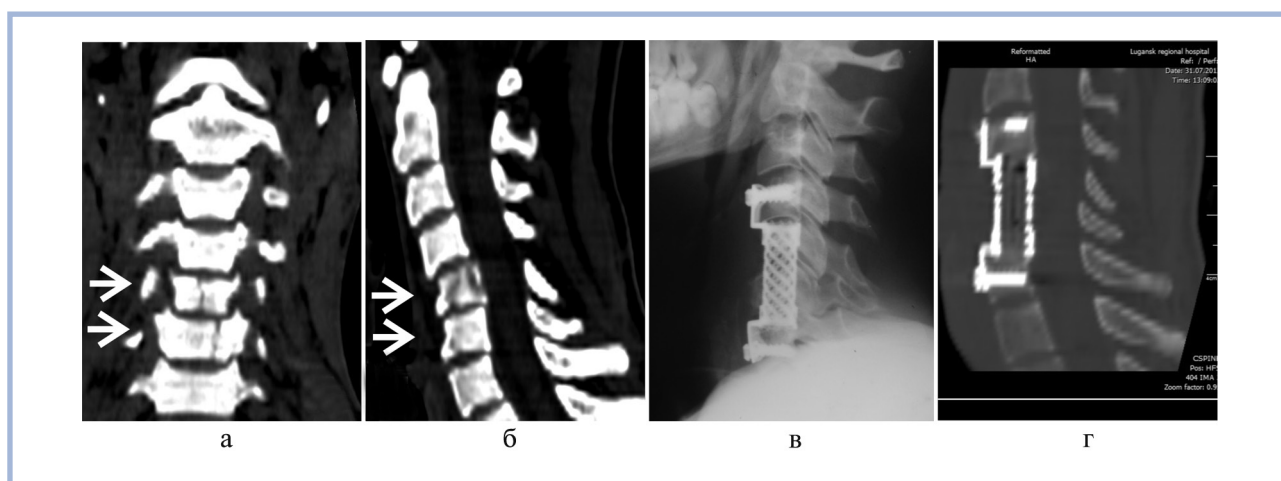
Компьютерные томограммы и рентгенограмма больного М. с оскольчатый переломом тел C_5 — C_6 позвонков. а, б — компьютерные томограммы до операции; в — рентгенограмма после операции; г — компьютерная томограмма после операции.
